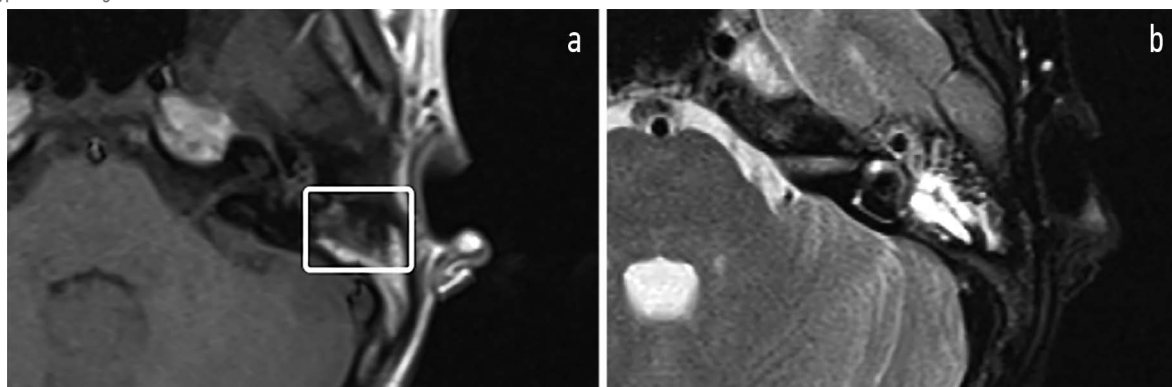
МРТ головного мозга, аксиальная проекция: а – T1-ВИ; б – T2-ВИ. Патологическая ткань в эпитимпануме и клетках сосцевидного отростка показывает изо- и гипоинтенсивный сигнал в T1-ВИ и гиперинтенсивный сигнал в T2-ВИ.
